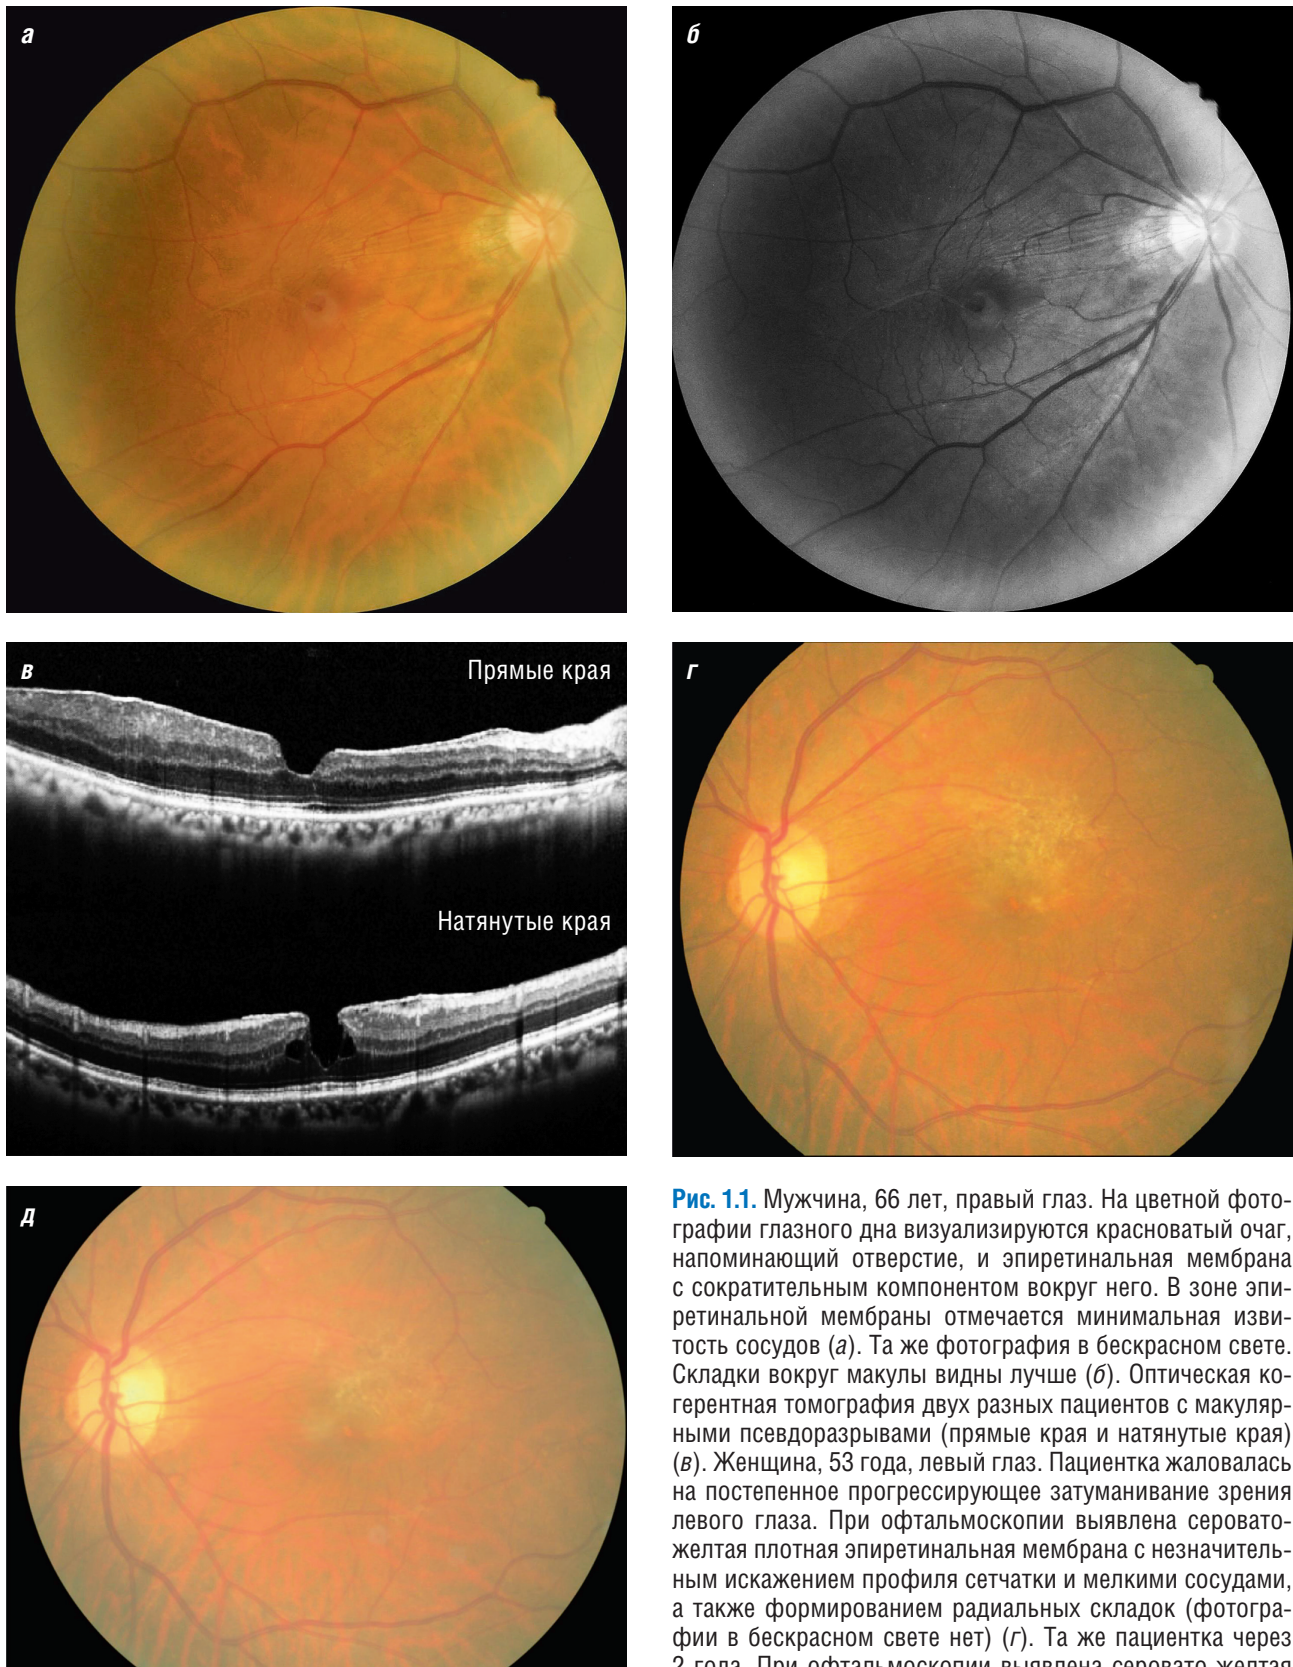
Мужчина, 66 лет, правый глаз. На цветной фотографии глазного дна визуализируются красноватый очаг, напоминающий отверстие, и эпиретинальная мембрана с сократительным компонентом вокруг него. В зоне эпиретинальной мембраны отмечается минимальная извитость сосудов (а). Та же фотография в бесцветном свете. Складки вокруг макулы видны лучше (б). Оптическая когерентная томография двух разных пациентов с макулярными псевдоразрывами (прямые края и натянутые края) (в). Женщина, 53 года, левый глаз. Пациентка жаловалась на постепенное прогрессирующее затуманивание зрения левого глаза. При офтальмоскопии выявлена серовато-желтая плотная эпиретинальная мембрана с незначительным искажением профиля сетчатки и мелкими сосудами, а также формированием радиальных складок (фотографии в бесцветном свете нет) (г). Та же пациентка через 2 года. При офтальмоскопии выявлена серовато-желтая плотная эпиретинальная мембрана с незначительным искажением профиля сетчатки и формированием радиальных складок. Несмотря на стабильное состояние эпиретинальной мембраны, острота зрения снизилась с 0,4 до 0,3 (фотографии в бесцветном свете нет) (д)
